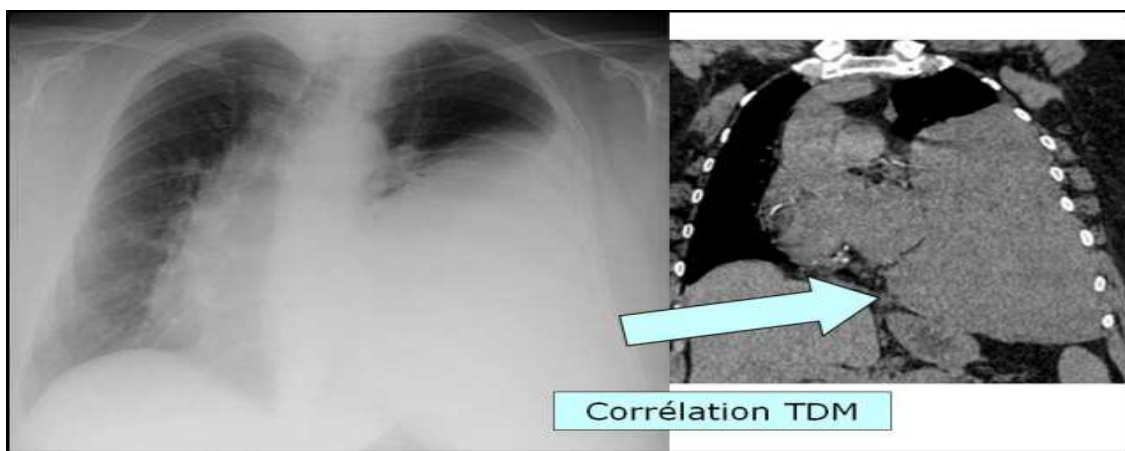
Radiographie thoracique de face et corrélation tomodensitométrique. Tumeur volumineuse ; opacité de l'hémithorax gauche [3].
